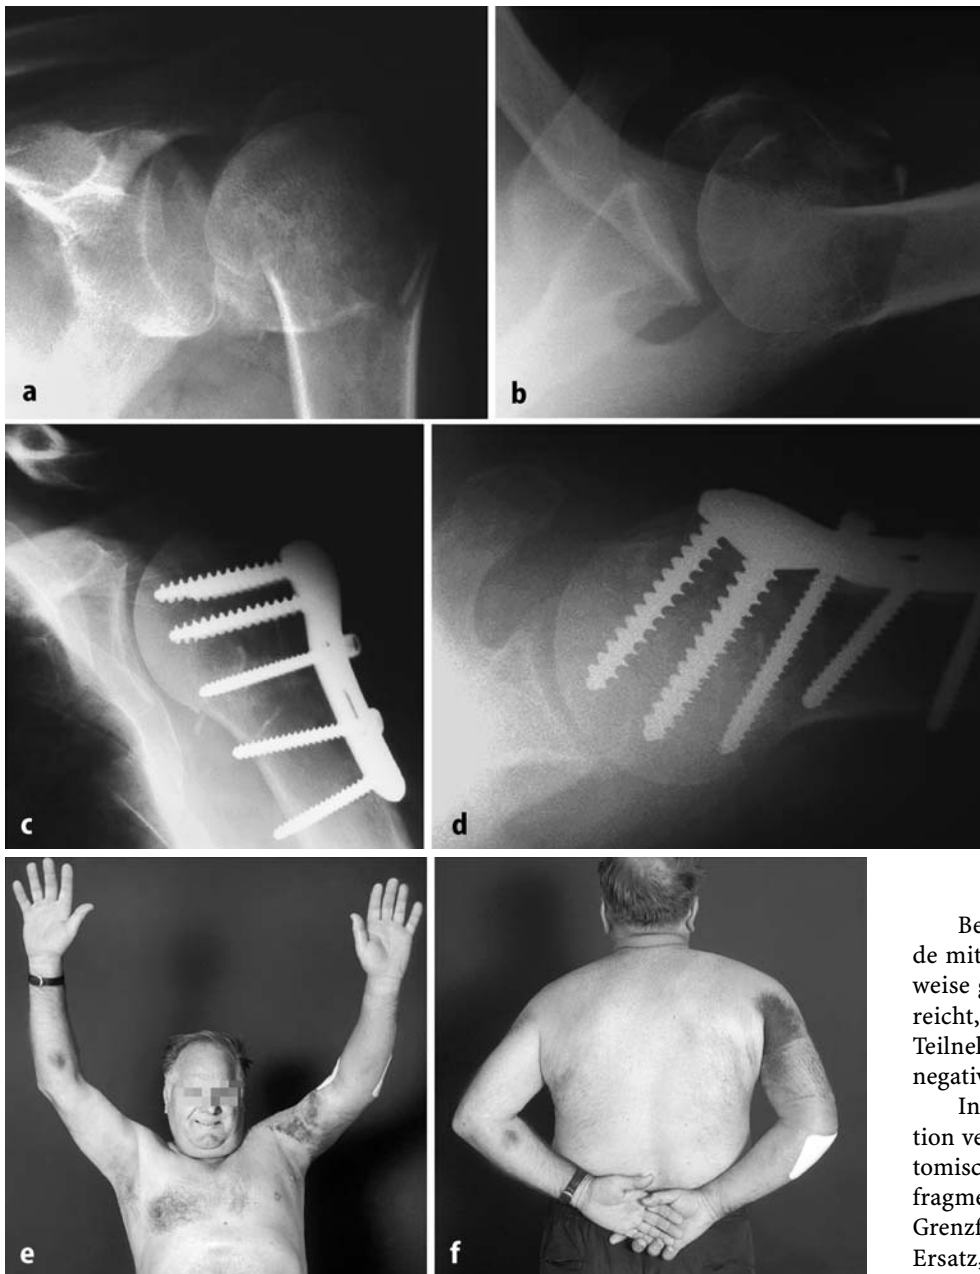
a-f ◀ 61-jähriger, allein stehender Patient mit Head-splitting-Fraktur (a, b). Röntgenkontrolle (c, d) und Funktion (e, f) am 10. postoperativen Tag
